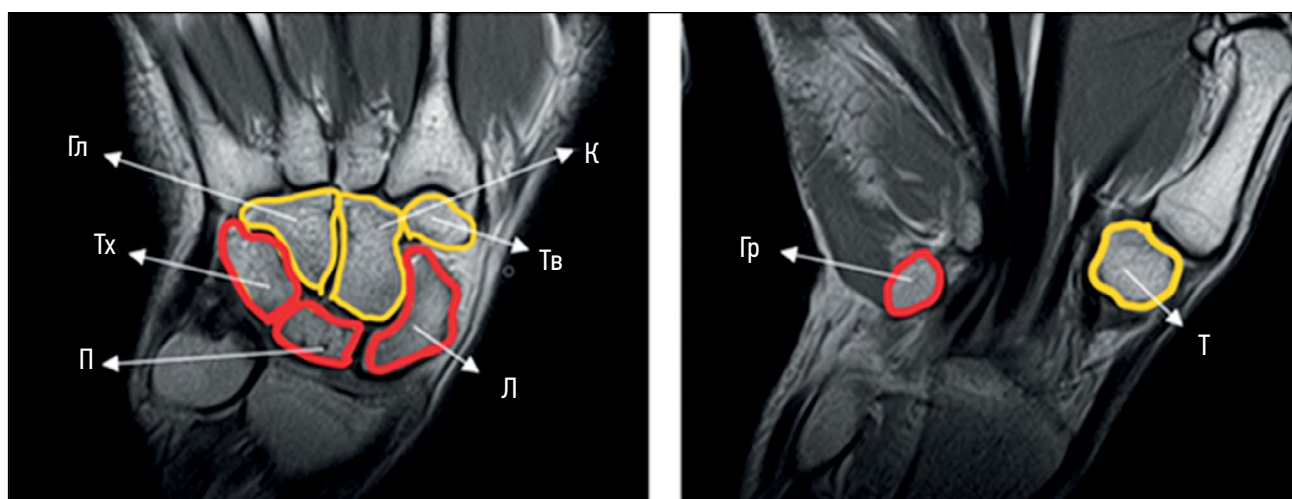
Левая кисть, кости запястья, магнитно-резонансная томограмма (T1-взвешенные изображения, коронарная плоскость). Красным цветом маркирован проксимальный ряд, жёлтым — дистальный ряд костей. Л — ладьевидная, П — полулунная, Тх — трёхгранная, Гр — гороховидная, Т — кость-трапеция, Тв — трапецевидная, К — крючковидная, Гл — головчатая.
